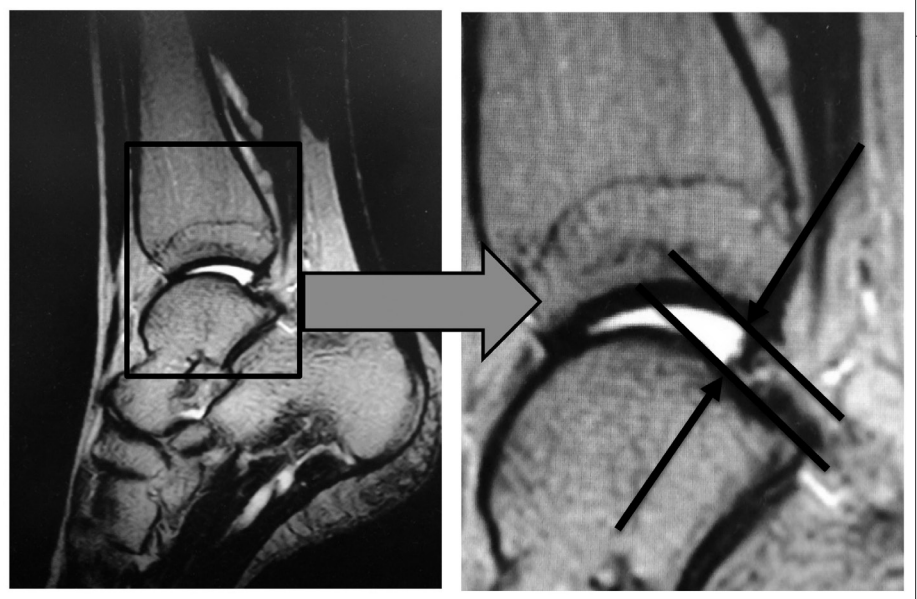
距骨が前方に偏移している MRI 画像、足部矢状断 (Fat sat T2 強調画像) 右側画像は左側画像四角い枠の拡大画像
